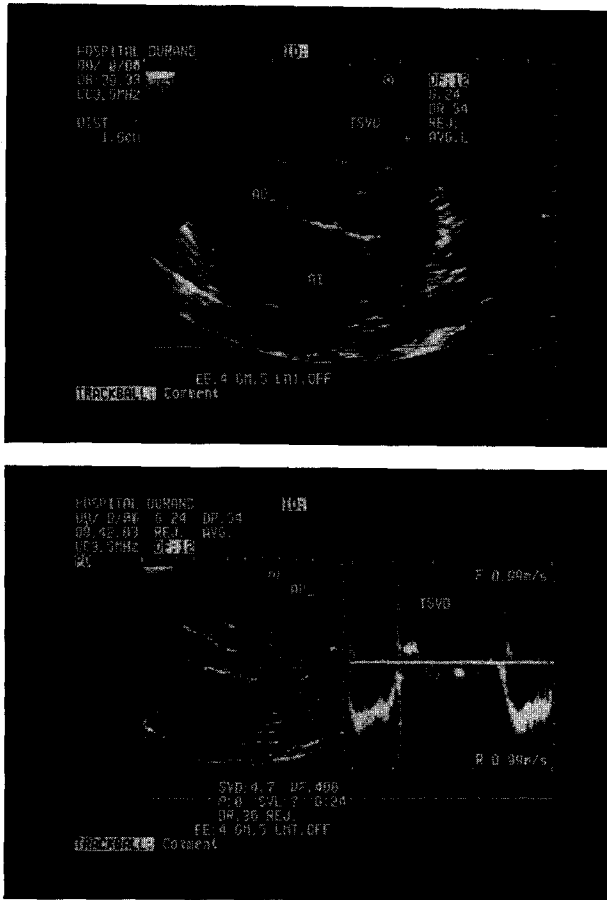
Cálculo del volumen sistólico del VD: integral del flujo X area (TSVD). Vista paraesternal eje corto del tracto de salida del VD (superior). Flujo Doppler del tracto de salida del VD (inferior).
